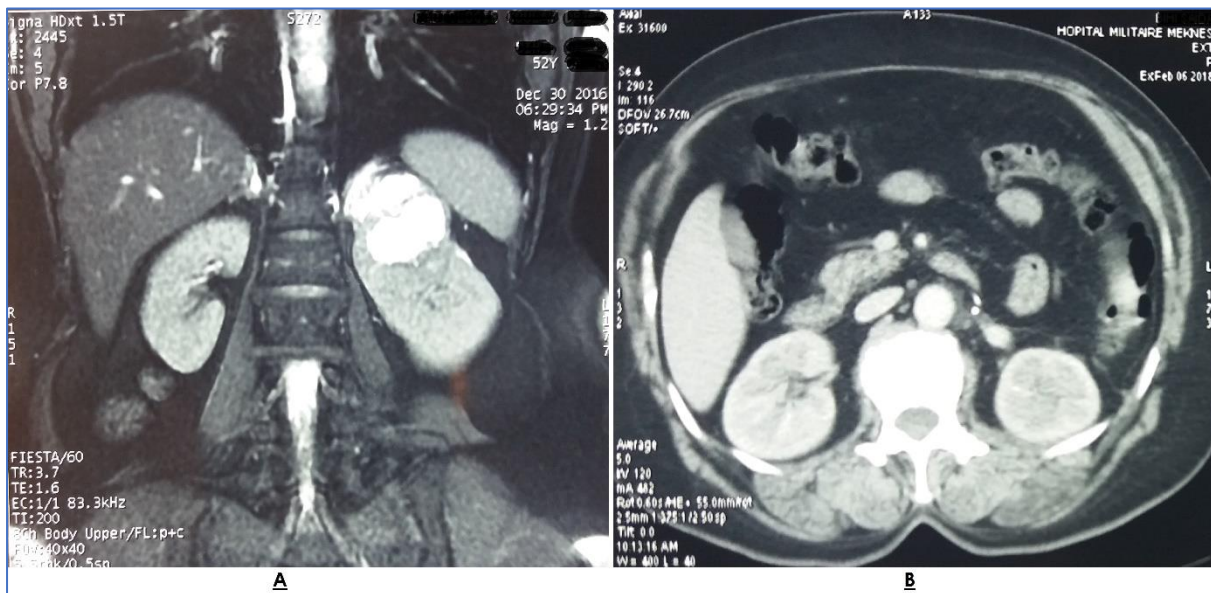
Aspect IRM montrant un kyste rénal gauche type IV de BOSNIAK mesurant 70*50mm (A) ; Contrôle scanographique après un an de la NP ne montrant pas de récurrence locorégionale (B).
